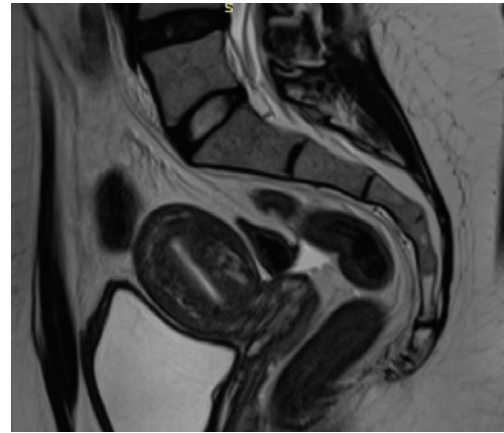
Магнитно-резонансная томография малого таза пациентки Н., 29 лет, на фоне 4-го курса химиотерапии по модифицированной схеме ЕМА-СО: мочевой пузырь умеренно наполнен, стенки его не утолщены, явных интралюминальных образований не выявлено. Матка в положении АФ – тело размерами 54 × 34 × 41 мм. Миометрий диффузно неоднородный, без явных узловых образований. Полость матки прослеживается, до 3,5 мм толщиной. Вдоль задней стенки отмечается участок структурных изменений подлежащего слоя, рубцово-кистозного характера, 6 × 4 мм, без признаков гиперваскулярности. Иных участков нарушения структурности подлежащего слоя не отмечено. Эндометрий дает гетерогенный магнитно-резонансный сигнал, большие в левых отделах дна. Шейка матки изогнута, строма без особенностей. Сосудистые сплетения параколпума расширены
